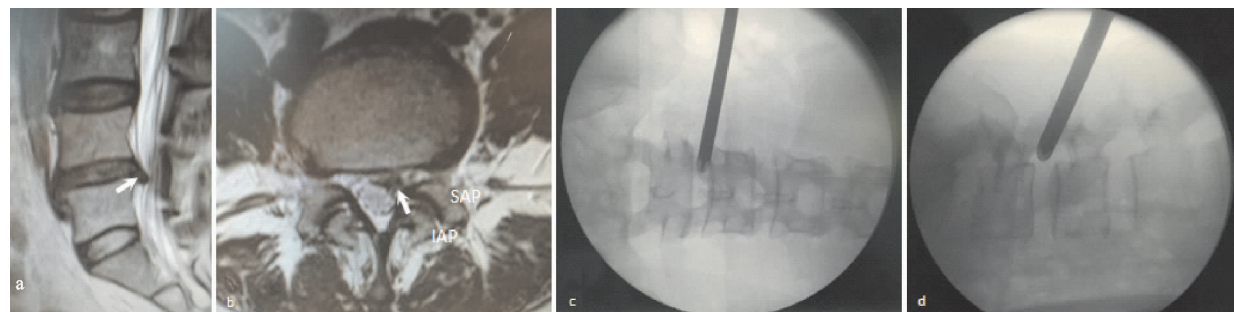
MRI 示  $L_{4/5}$  节段中央型椎间盘突出及环锯放置图
